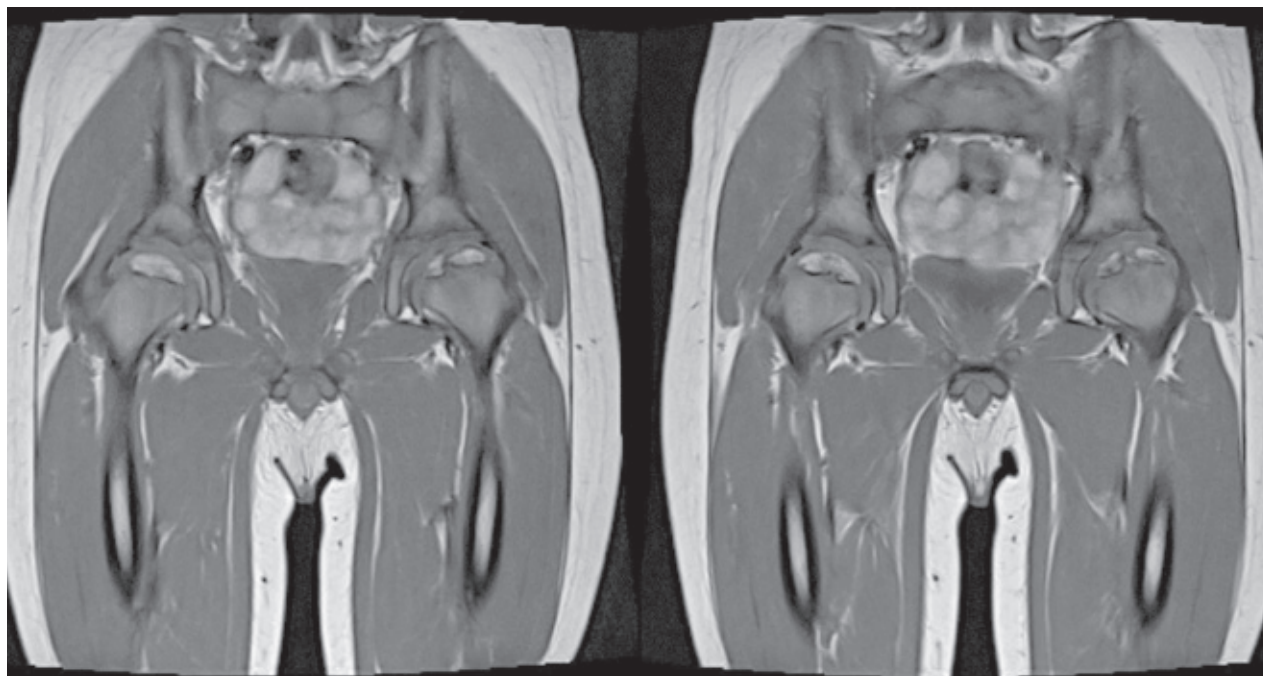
MRI images of patient 2, showing low signal intensity hypoplasia with multiple centers of ossification of left femoral head and flattening bilaterally. There is normal bone marrow intensity, ruling out edema and ischemia, both of which would be compatible with Perthes' disease
